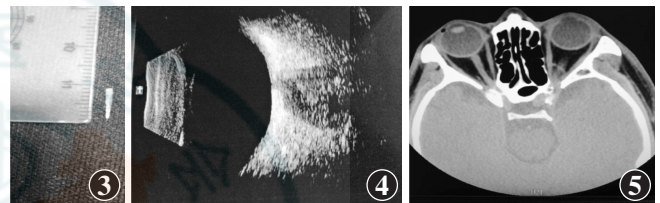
术中取出的眼内异物外观 图4 术后左眼视网膜前高密度影消失 图5 术后左眼CT显示眼内显影正常
